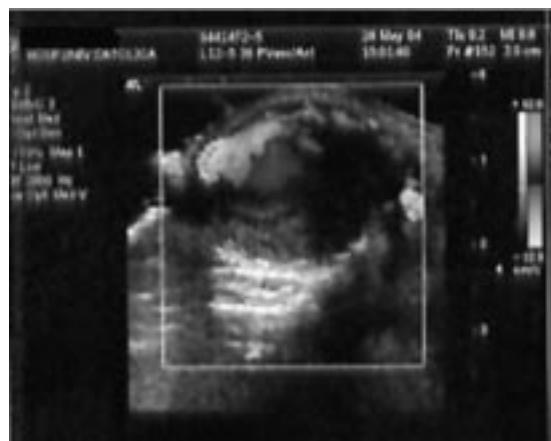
Una ecotomografía doppler muestra un trombo que ocuye parcialmente el lumen, pero existe flujo sanguíneo.
